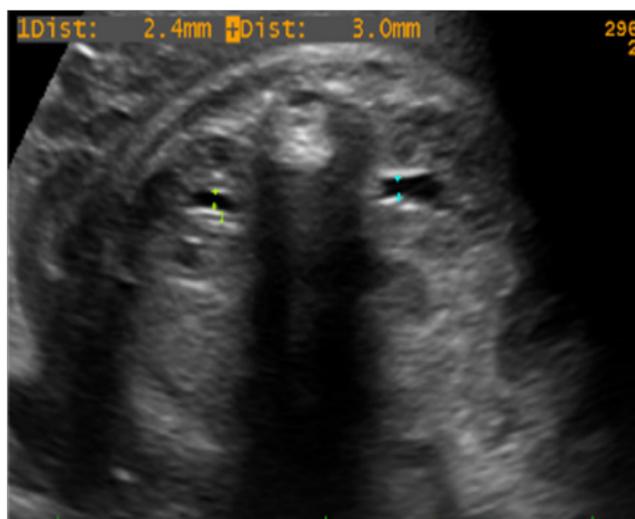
Imagen ultrasonográfica del abdomen fetal bajo en corte transversal donde se puede visualizar ambos riñones a cada lado de la columna vertebral y la medición de ambas pelvis renales. Ilustración tomada de los protocolos de medicina fetal del Hospital Clínic Barcelona.
